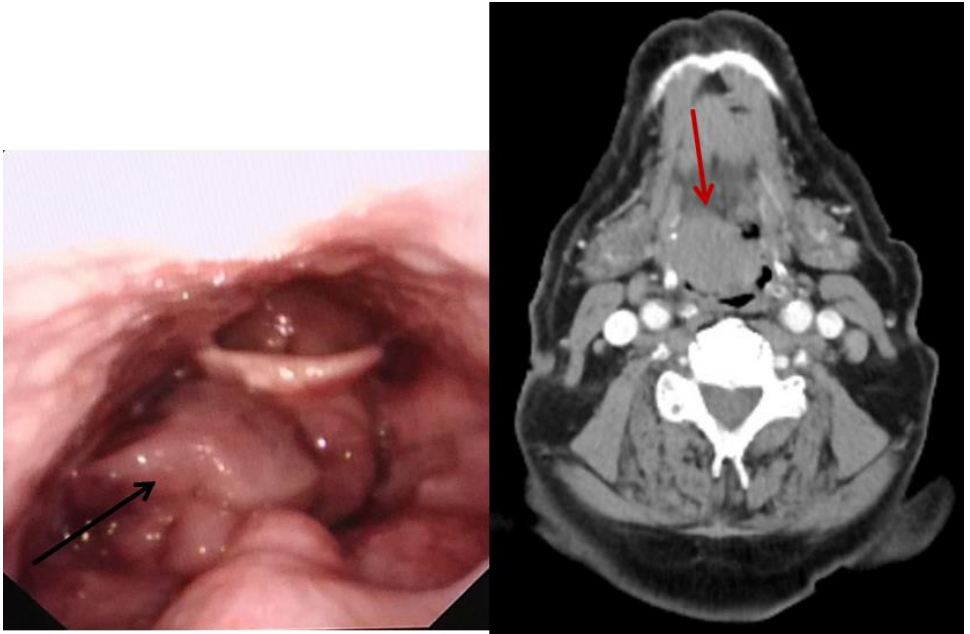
Imagen de fibrolaringoscopia en el que apreciamos una tumoración redondeada sin ulceración en el lado derecho de la base de la lengua. La imagen de TC corresponde al mismo paciente, en el que visualizamos una tumoración bien definida.
